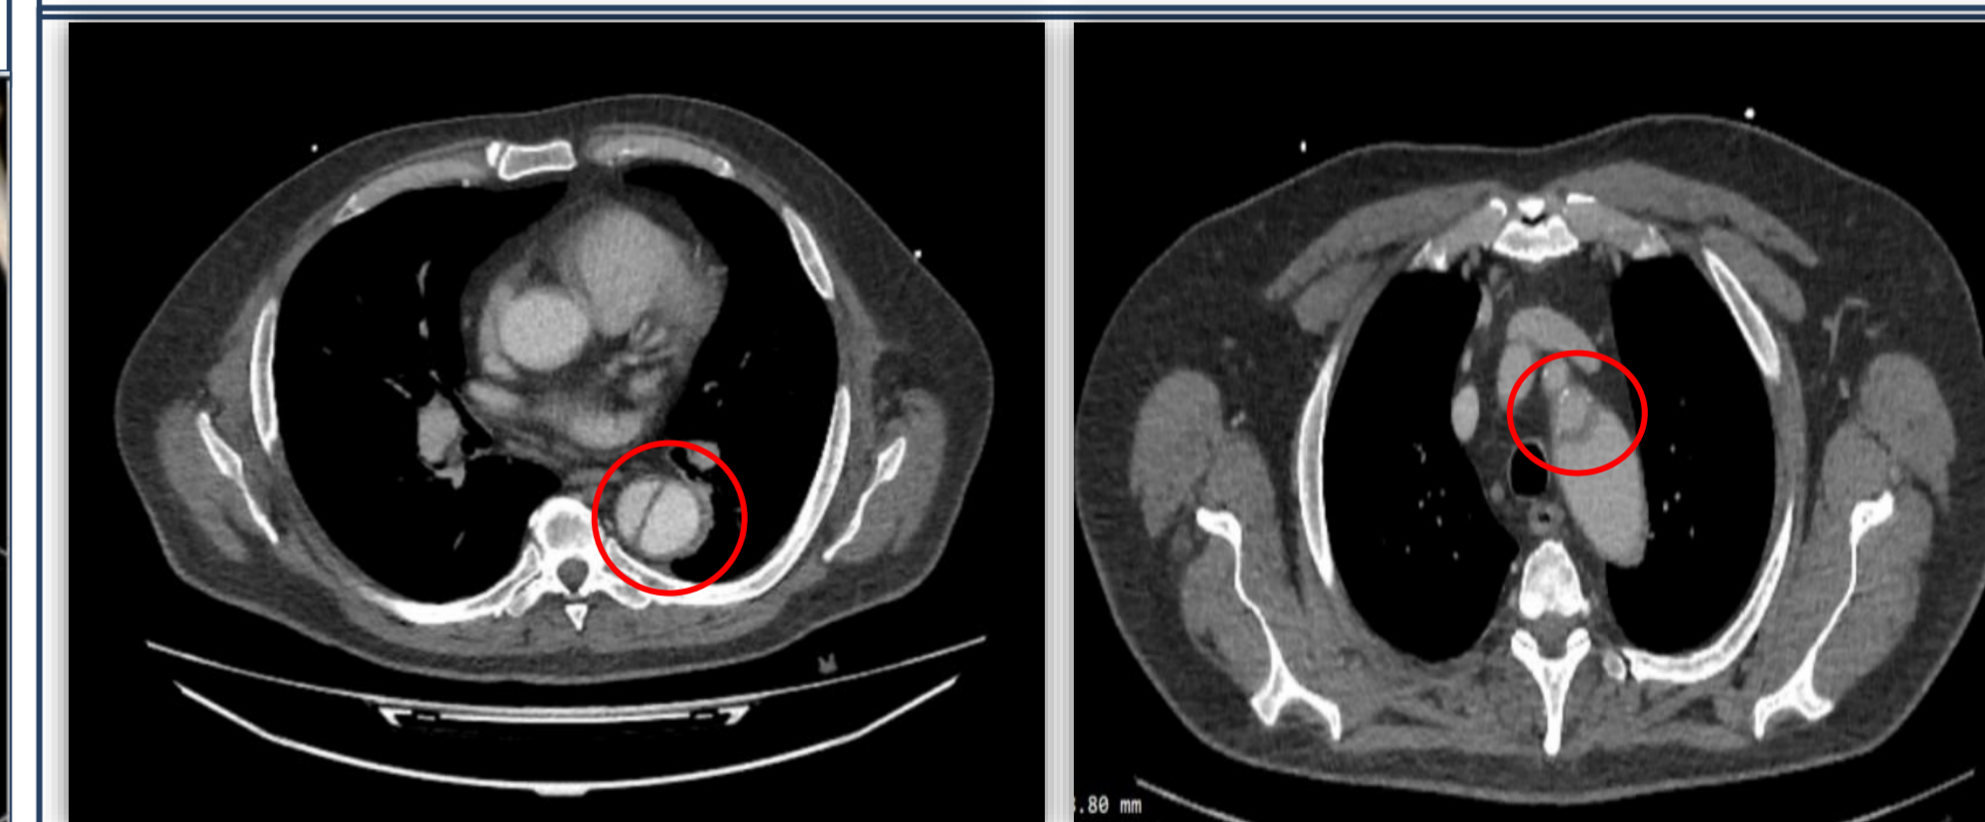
КТ-аортография, аксиальный срез. Красным обозначено расслоение нисходящей части аорты с формированием ложного просвета
